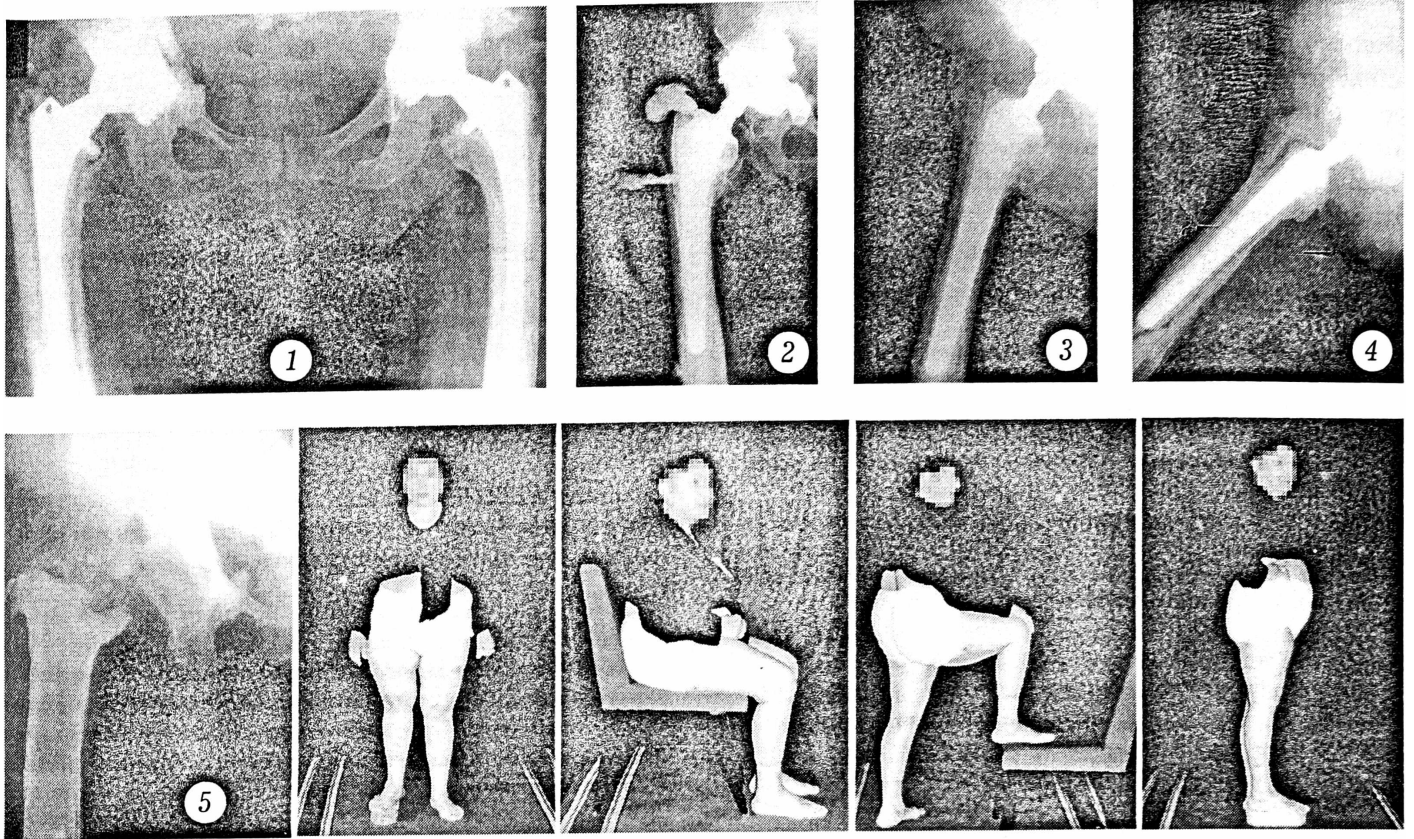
Больная Е. Рентгенограмма от 1994 г.: состояние после резиндопротезирования правого тазобедренного сустава — эндопротез Герчева замнен эндопротезом «Biomet».
